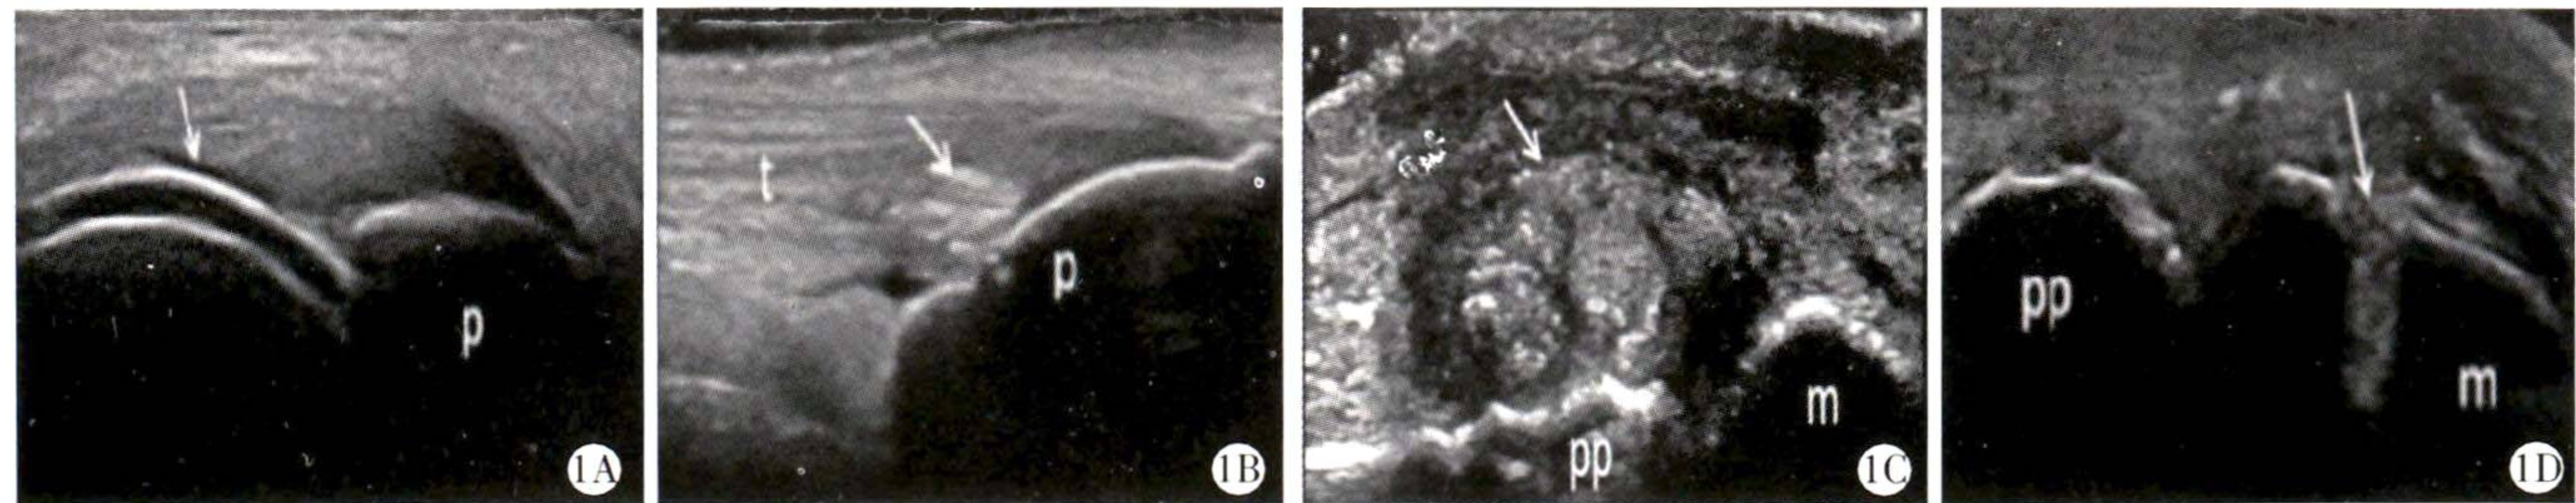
尿酸盐结晶在不同组织中的超声表现[A: ↑示股骨髁软骨的双轨征(p 为髁骨);B: ↑示髁腱内部的聚集物(t 为髁腱,p 为髁骨);C: ↑示第一跖趾关节内的痛风石(pp 为近节趾骨,m 为跖骨头);D: ↑第一跖趾骨骨皮质表面的不连续即侵蚀(pp 为近节趾骨,m 为跖骨头)]
